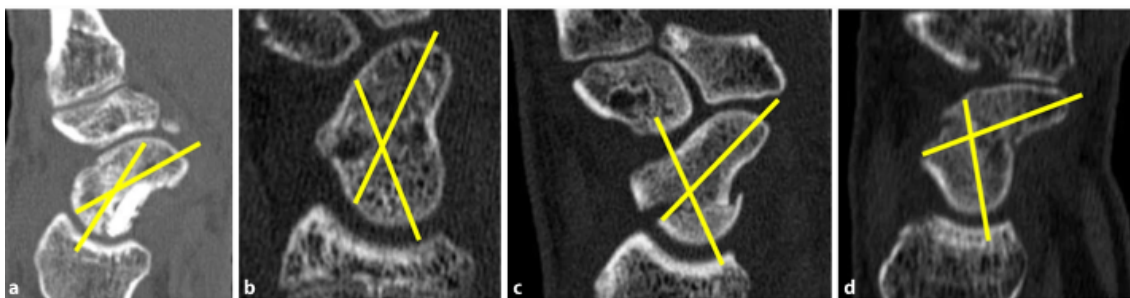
Darstellung der Humpback–Deformität in der Computertomographie (CT) mit den eingezeichneten Messlinien (gelb). Es werden unterschiedliche Humpback–Deformitäten in aufsteigender Gradzahl dargestellt: 30° (a), 45° (b), 70° (c), 80° (d). In: (36). Mit freundlicher Genehmigung des Springer Nature Verlages.
